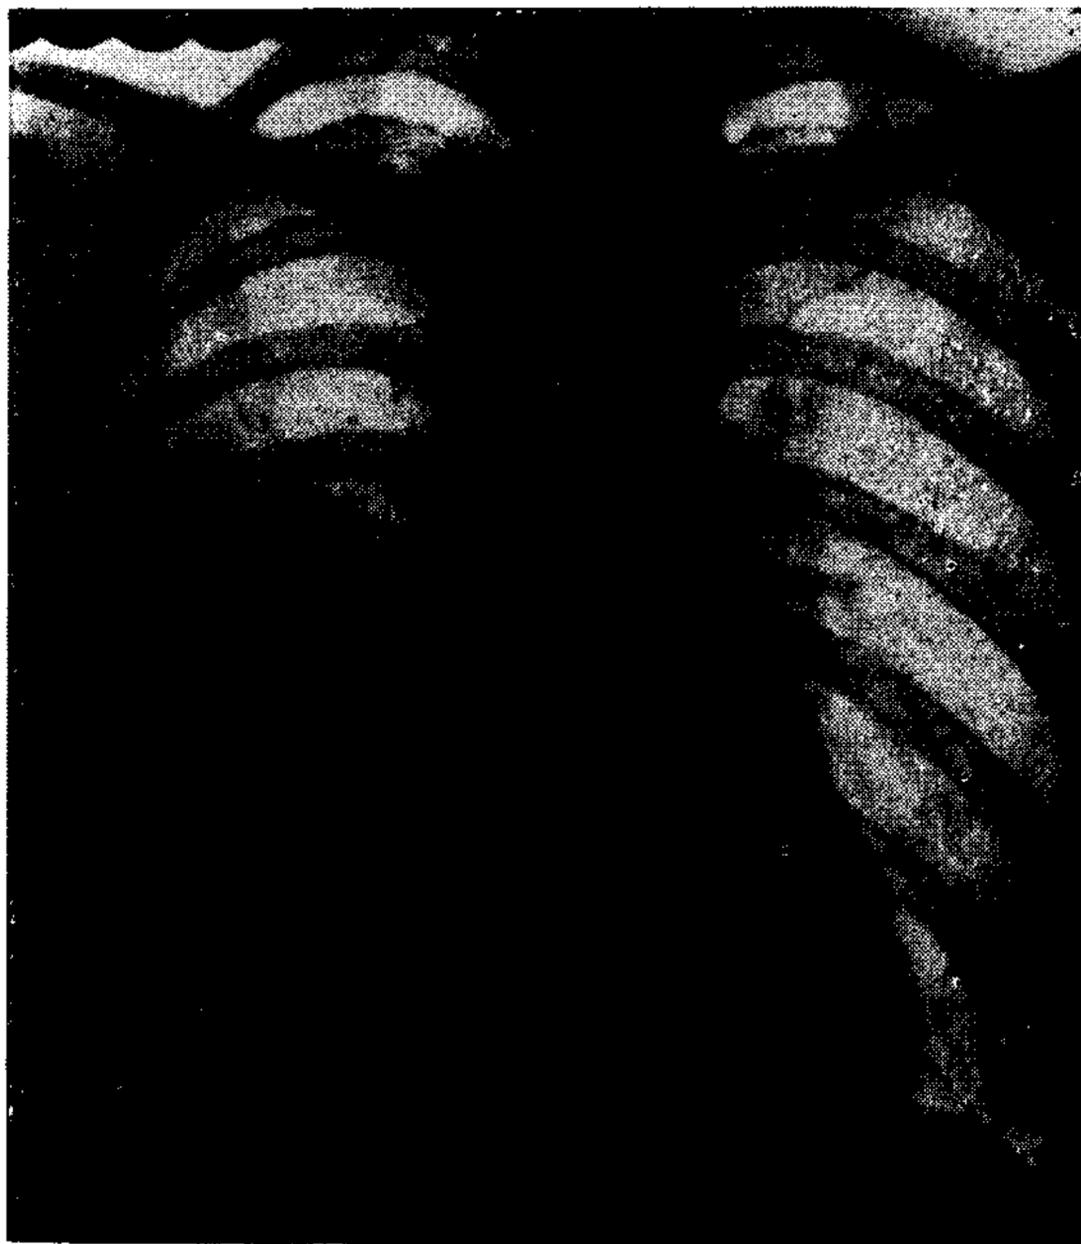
Radiografía de tórax obtenida a los 14 días de la operación, mostrando el pequeño neumotórax y el derrame.
